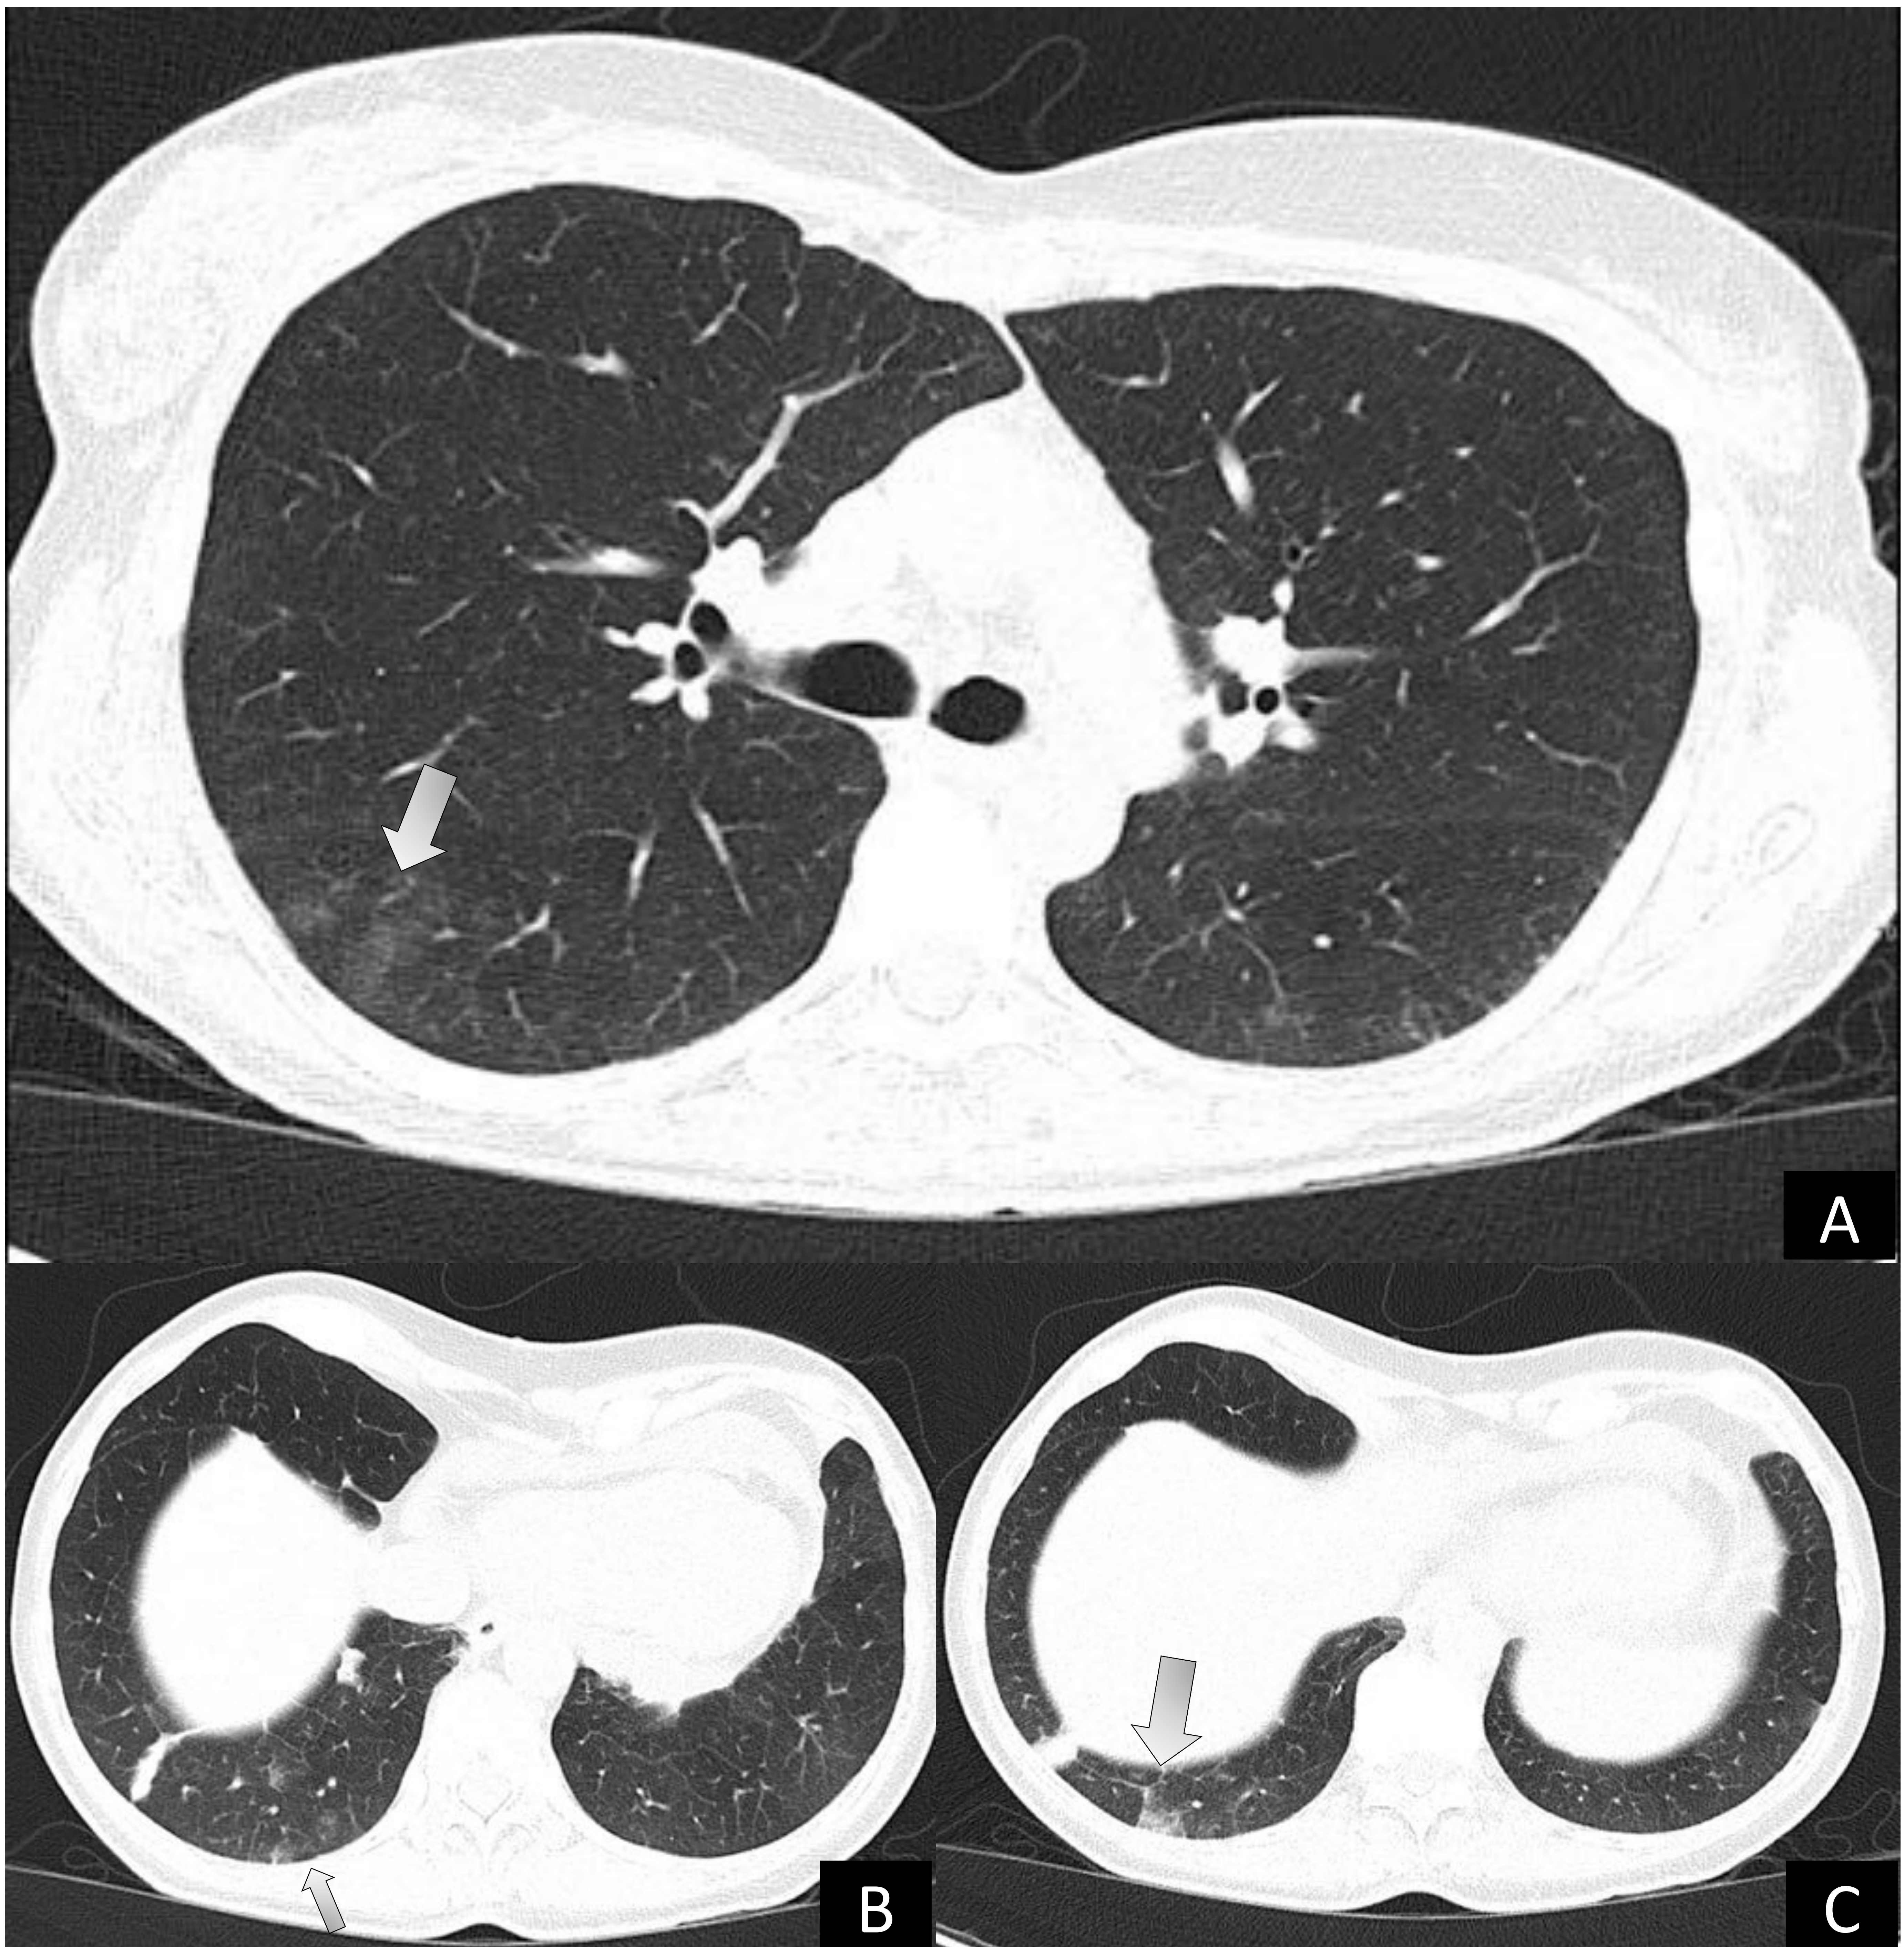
(A-C) TC de tórax sin contraste. Cortes axiales. Ventana de parénquima pulmonar
